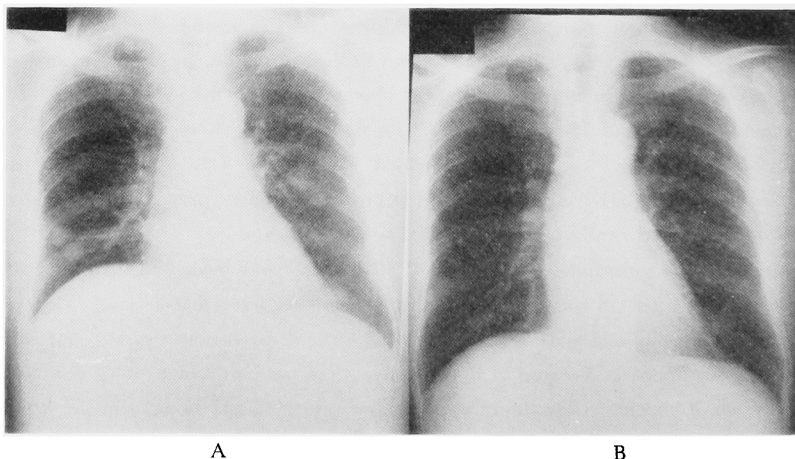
A. Chest x-ray confirmed multiple lung metastasis.
